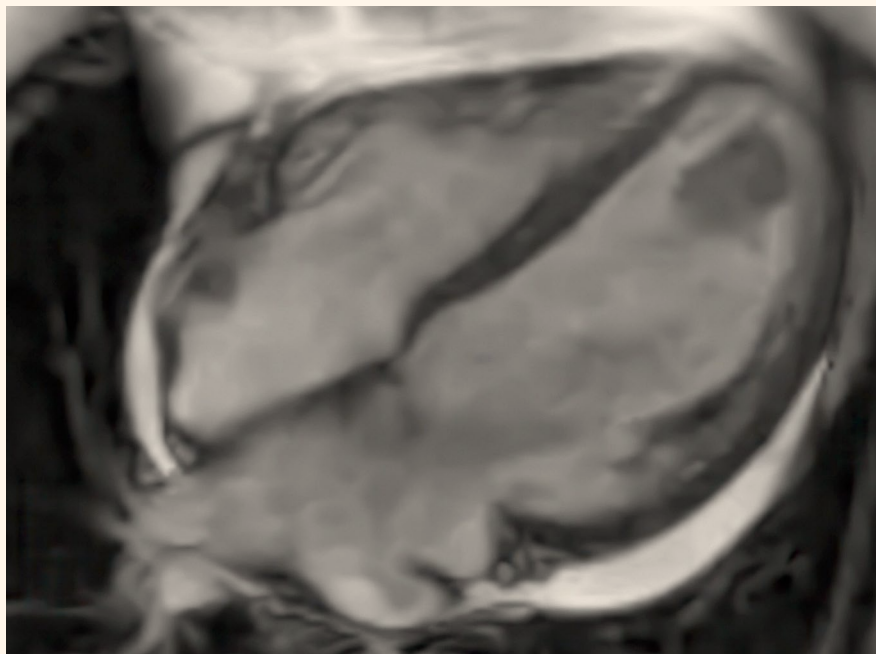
МРТ сердца, тромб в полости левого желудочка, собственные данные авторов
